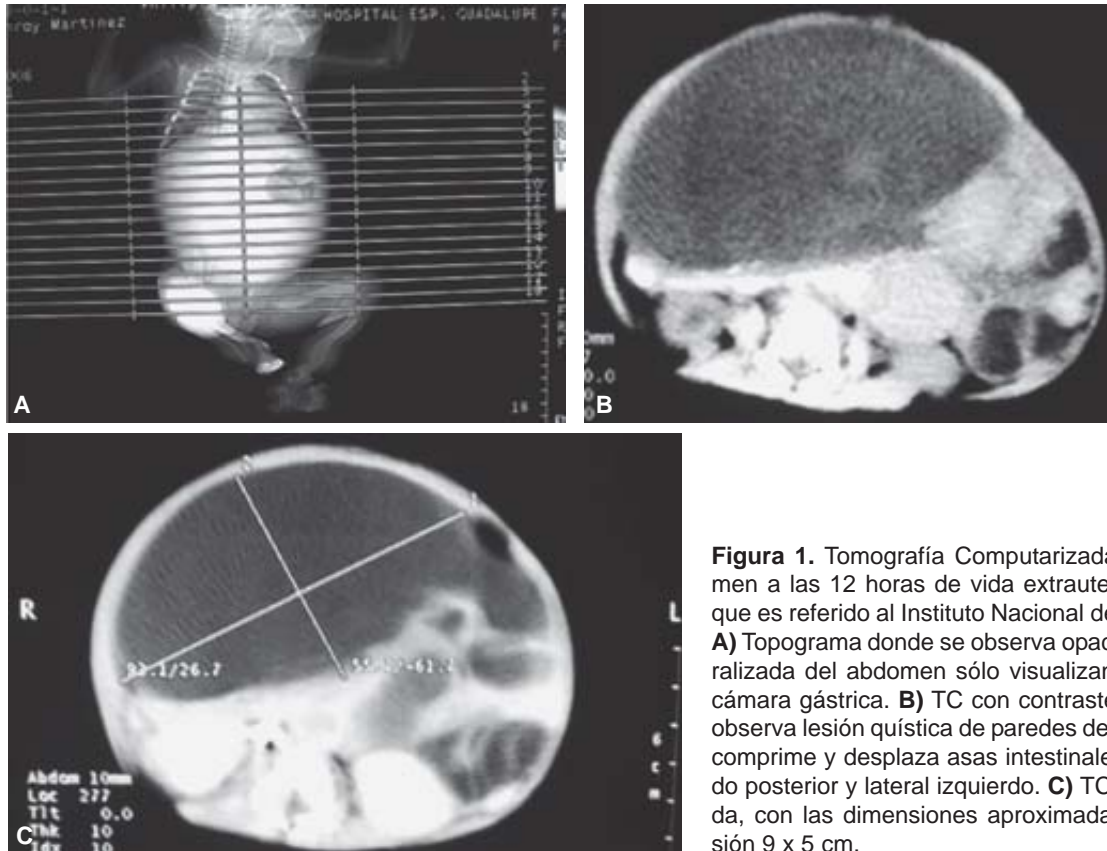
Tomografía Computarizada de abdomen a las 12 horas de vida extrauterina con la que es referido al Instituto Nacional de Pediatría. A) Topograma donde se observa opacidad generalizada del abdomen sólo visualizando gas en cámara gástrica. B) TC con contraste donde se observa lesión quística de paredes delgadas que comprime y desplaza asas intestinales en sentido posterior y lateral izquierdo. C) TC contrastada, con las dimensiones aproximadas de la lesión 9 x 5 cm.
